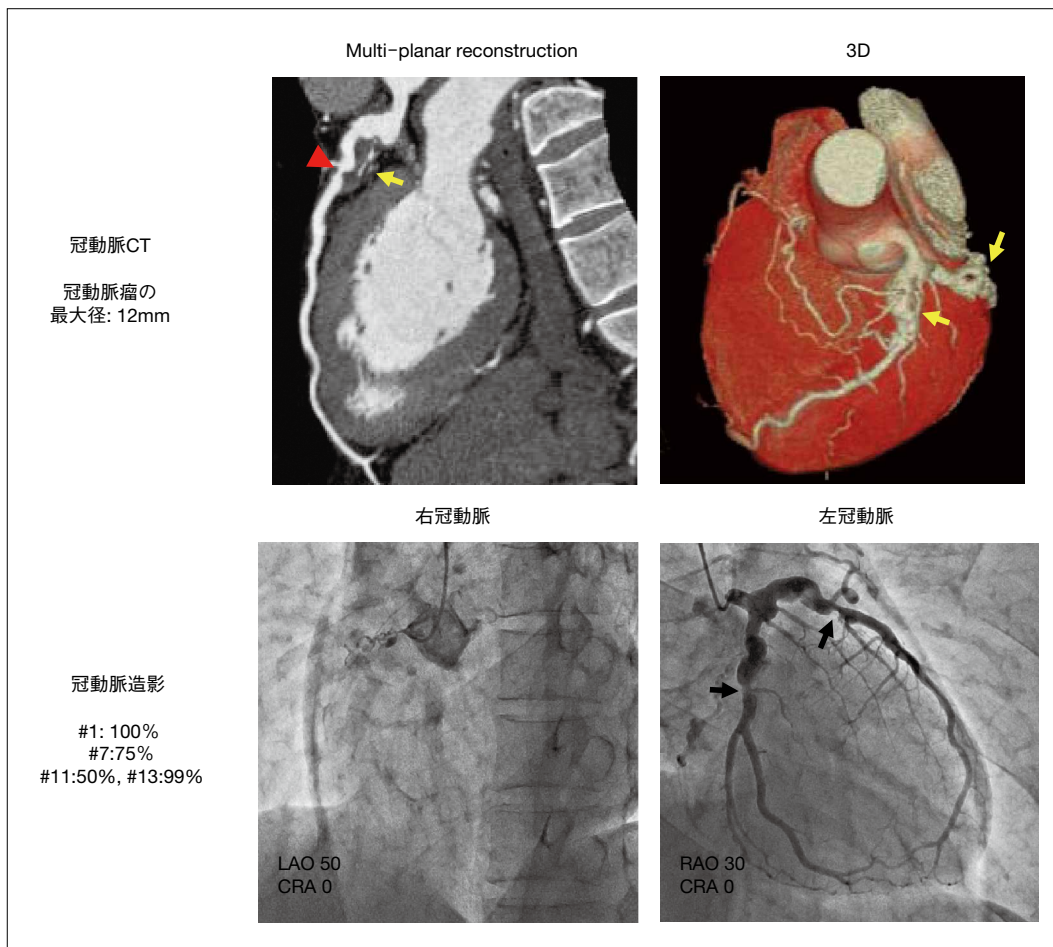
川崎病既往者で冠動脈瘤を有する例の冠動脈CTと冠動脈造影
